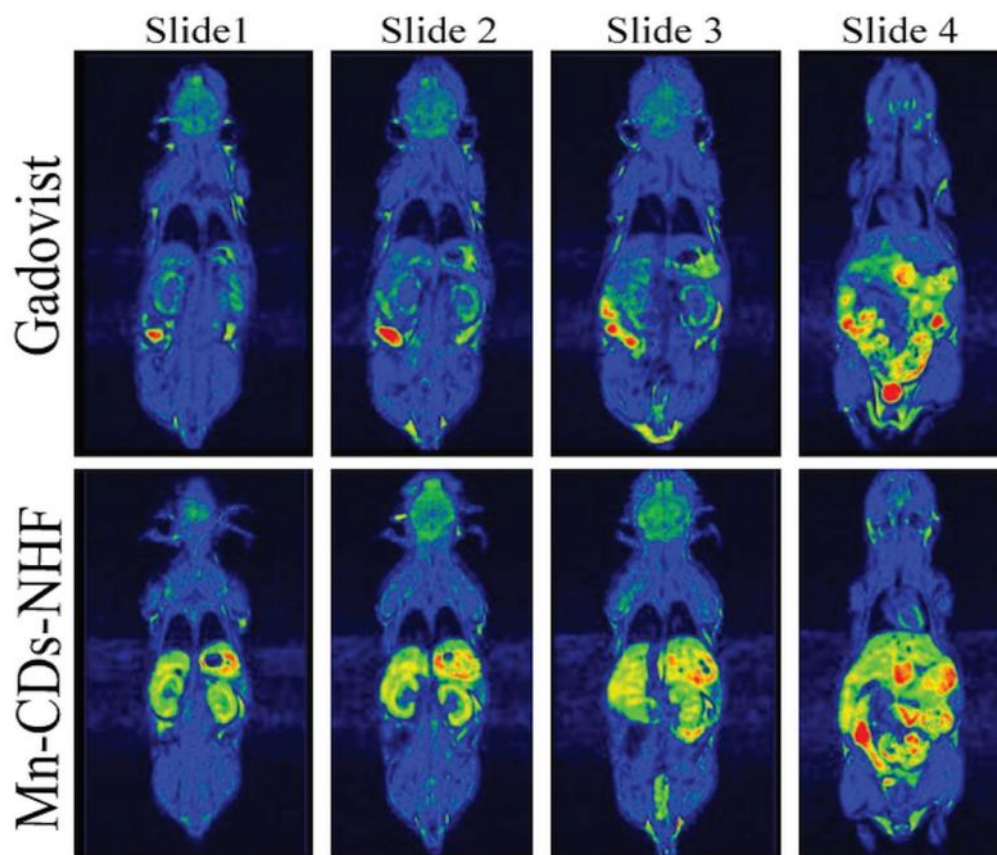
Imagini comparative RMN ale oarecilor sâni tratați cu Gadovist (randul de sus) și Mn-CDs-NHF (randul de jos)
